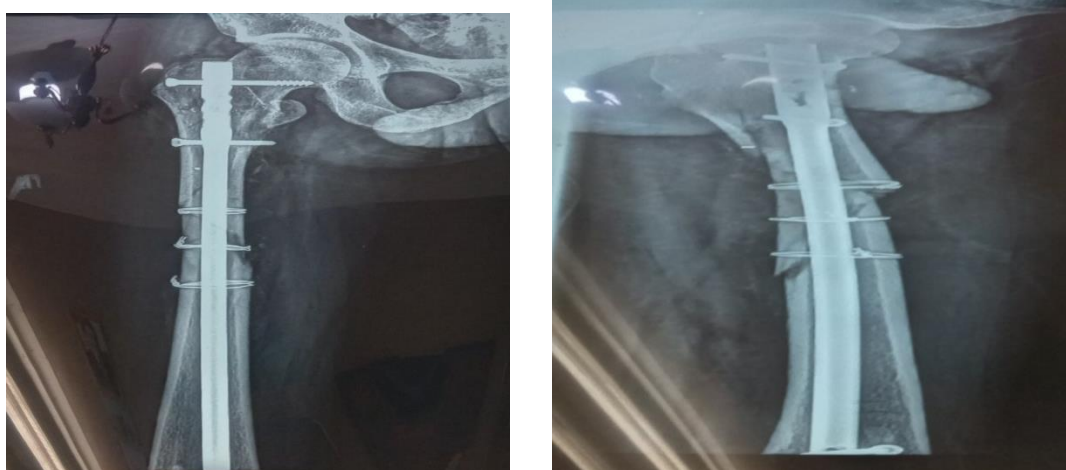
Рентгенография закрытого косо –оскольчатого перелома в\3 бедренной кости слева больного Ш. после открытой репозиции костных отломков и фиксации танталовыми проволоками
